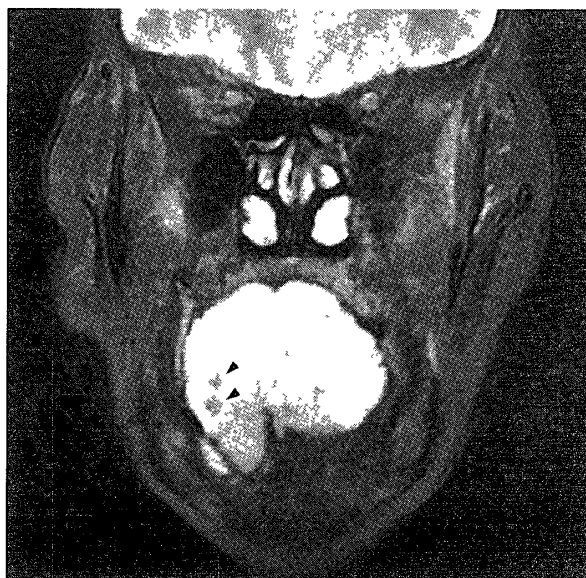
MR images of the tongue at the first examination (T2 weighted images)
